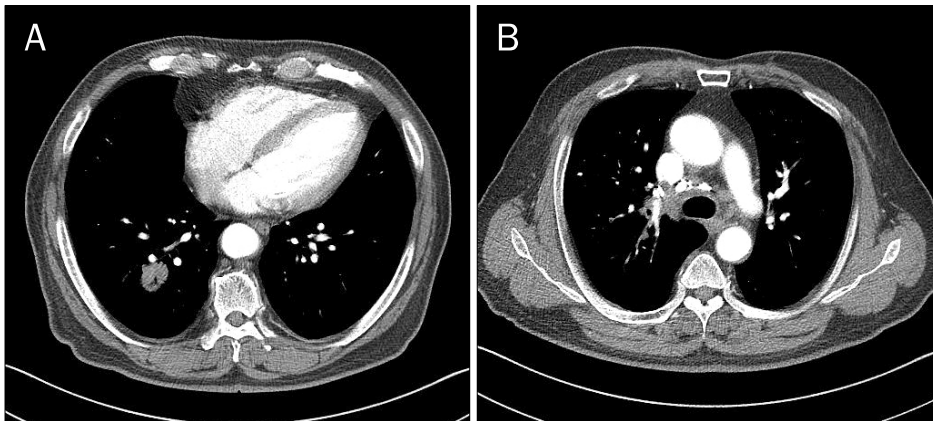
Chest computed tomography shows a 2.2 cm-sized spiculated nodule in right lower lung (A) and multiple calcified mediastinal and right hilar lymph nodes (B).
